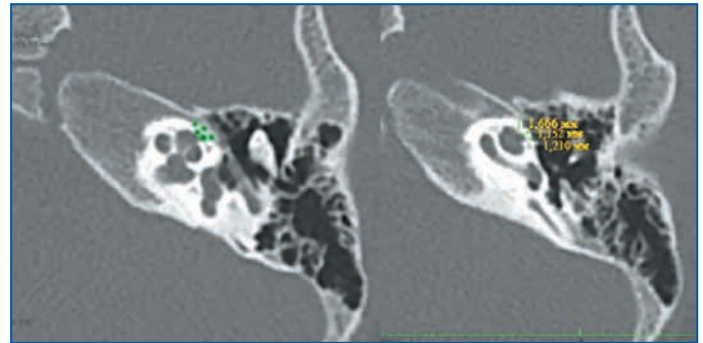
Данные КТ височных костей: измерение средней плотности и толщины костной стенки базального завитка улитки на границе с каналом лицевого нерва (зеленые метки)
